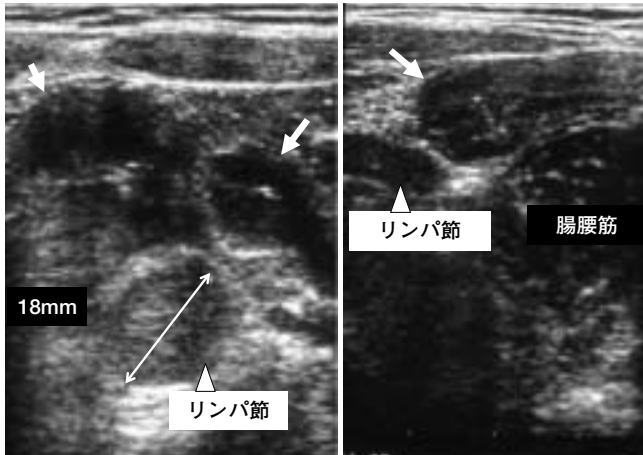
症例 2 の腹部超音波像 (第 5 病日)
